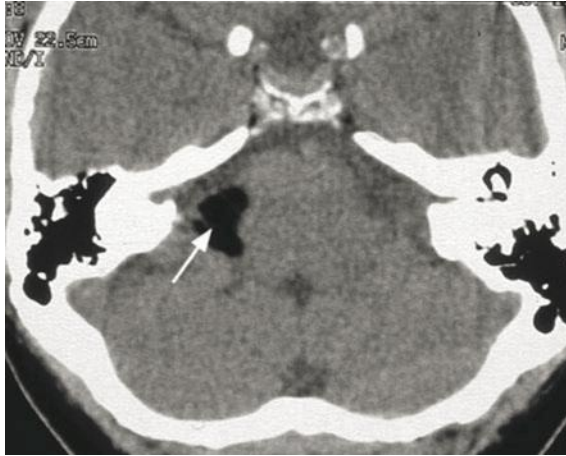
TDM image hypodense de l'APC
